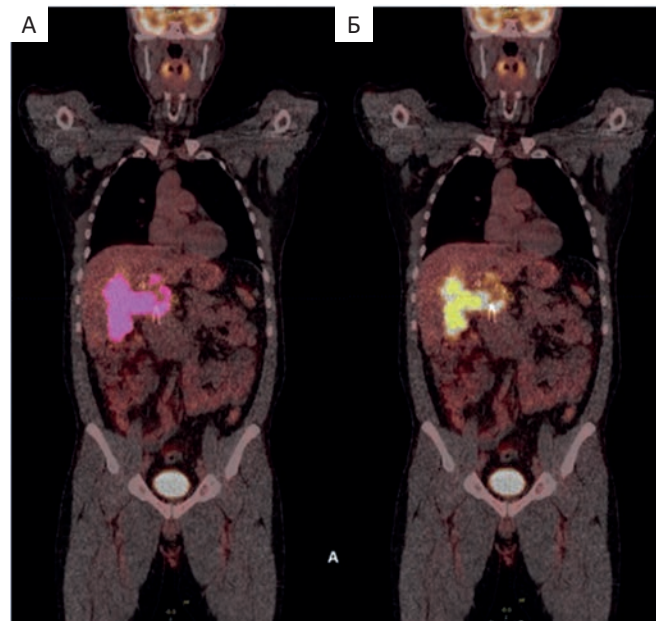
ПЭТ/КТ-изображения с зонами интереса (VOI) для порогов сегментации SUV > 4 (А) и 41 % SUV<sub>max</sub> (Б)
